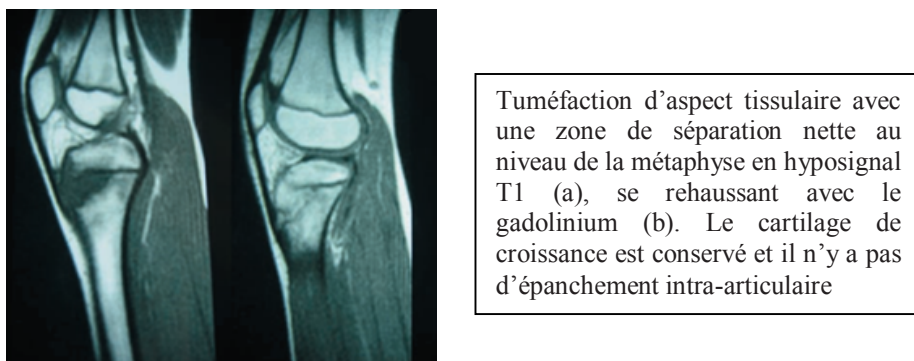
IRM des genoux et métaphyses tibiales, coupe sagittale T1 (a) et T1 gadolinium (b) [80]
